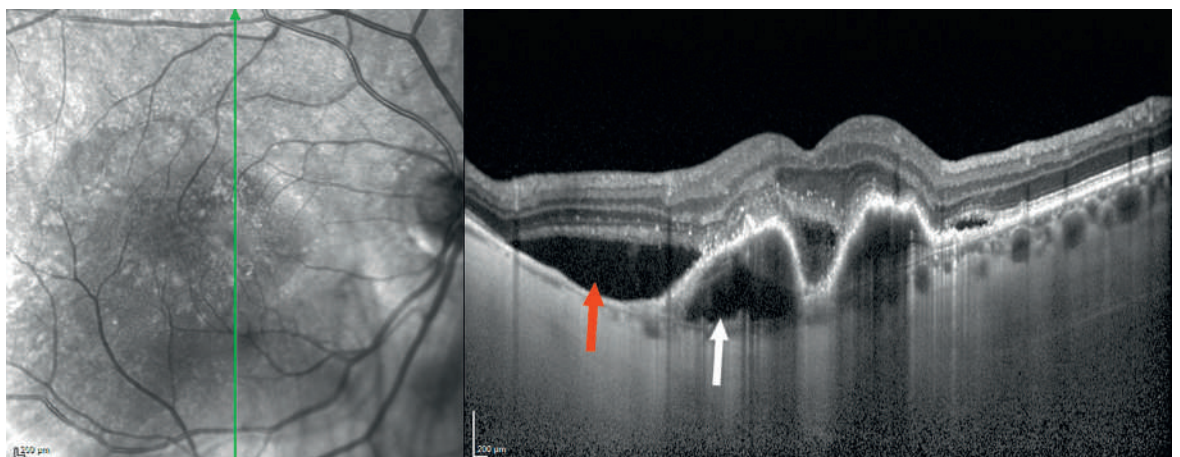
Image en tomographie par cohérence optique (OCT) de DMLA exsudative.
